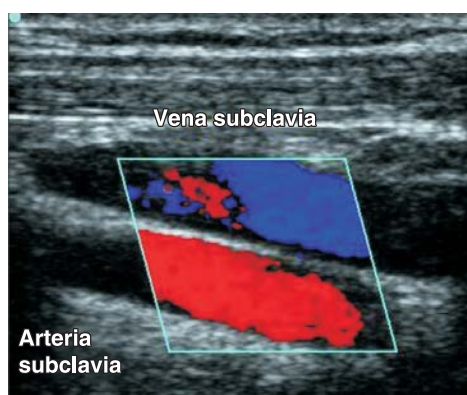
Visualización de la vena y arteria subclavia con Doppler color.
